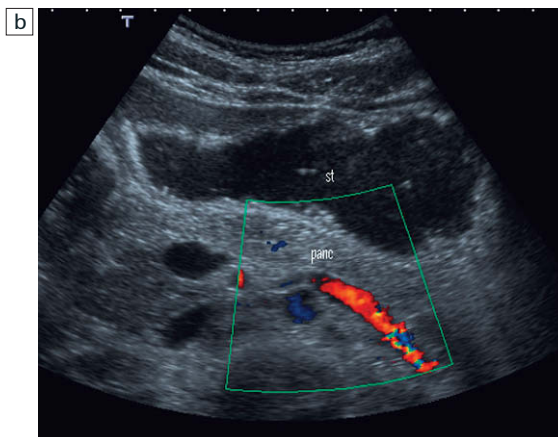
a) Se demuestra el curso de la vena renal izquierda entre la aorta y la arteria mesentérica superior. b) Imagen Doppler de flujo en color que demuestra la vena renal izquierda. Se ha conseguido una mejor ventana distendiendo el estómago con líquido.
